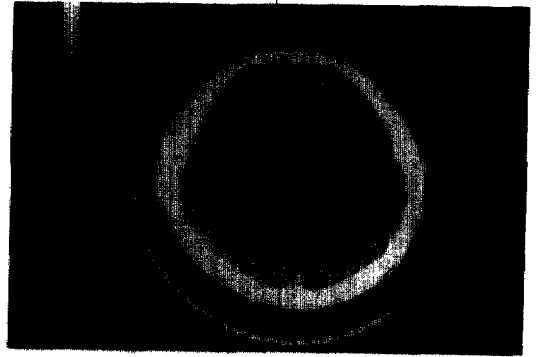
The brain CT which was taken at the 7th day shows the right cerebral infarction.
